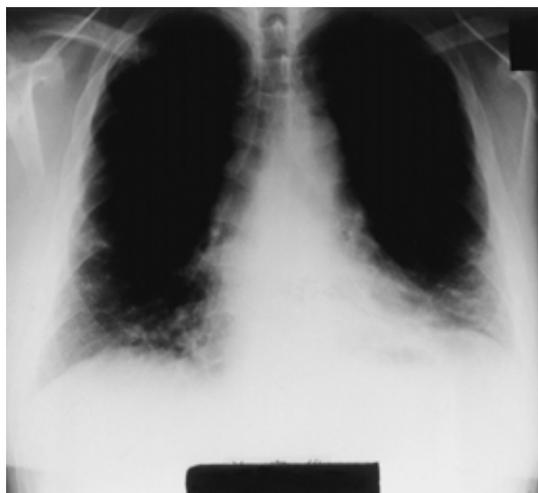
Chest X-ray on admission shows a reticular shadow in both lower lung fields.
